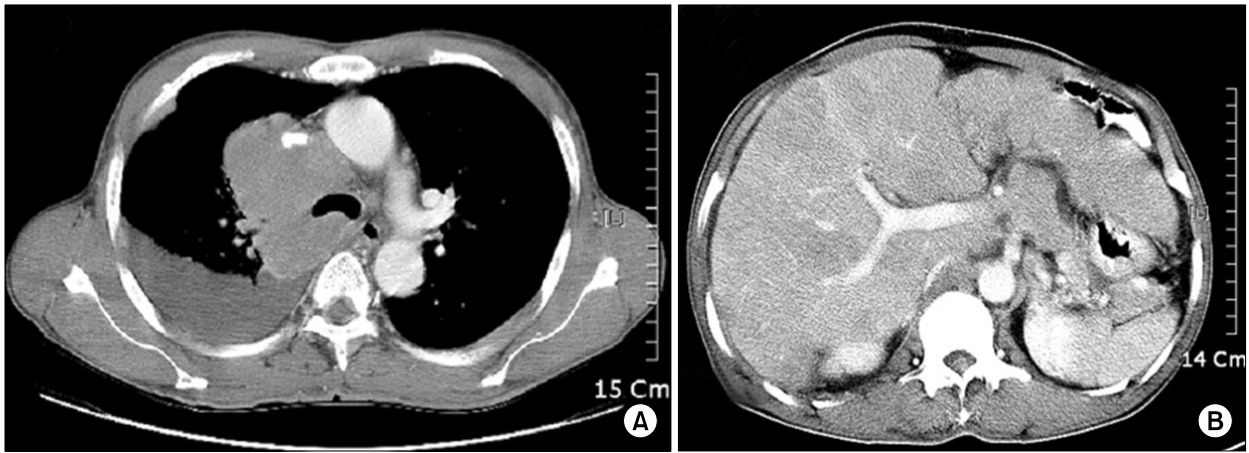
(A) Chest CT showed a large lobulated mass in RUL, which extended into the mediastinum narrowing SVC. Bilateral pleural implants of tumor with small pleural effusion on right side were also found. (B) Huge hepatomegaly caused by multiple metastatic masses with small ascites was noted on abdomen CT.
